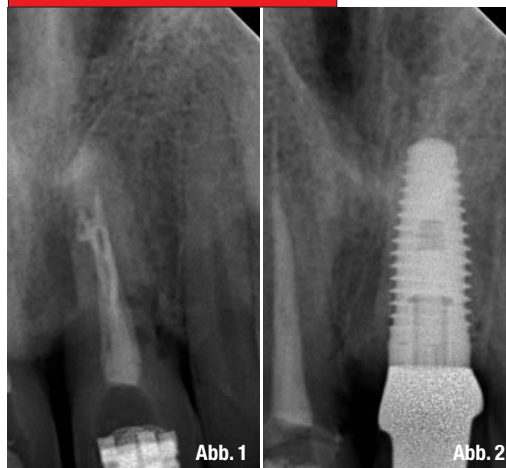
Röntgenologischer Ausgangsbefund: 11 endodontisch suffizient versorgt, 21 persistierende Ostitis nicht erhaltungsfähig.
